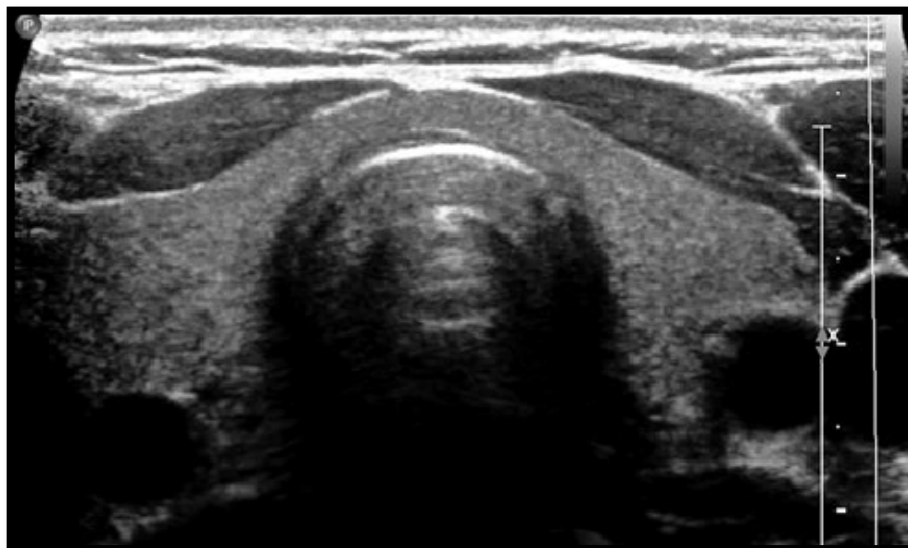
Coupe échographique transversale montrant une glande thyroïde d'aspect normal, échogène homogène avec visualisation d'un cartilage trachéal en rapport étroit avec l'isthme(25)
